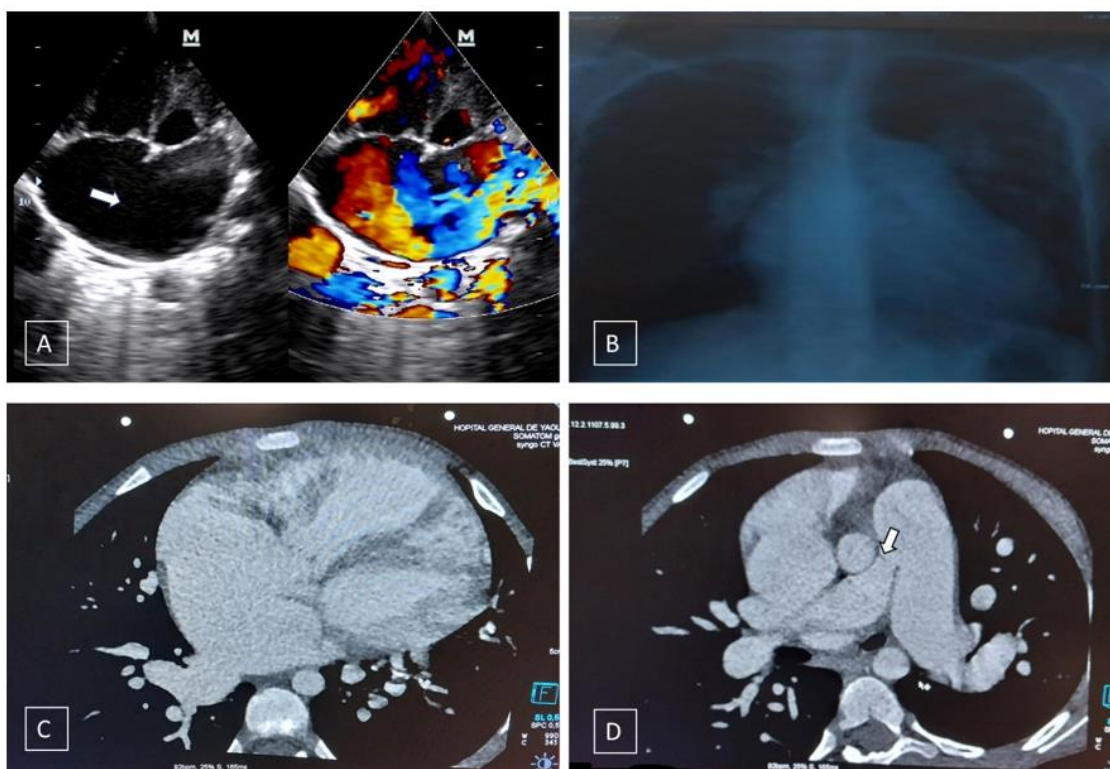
A : image échocardiographique montrant une communication interauriculaire réalisant pratiquement une oreillette unique. B : image radiographique montrant une cardiomégalie et une dilatation du tronc de l'artère pulmonaire. C : image de scanner cardiaque montrant une oreillette unique. D : image montrant la dilatation du tronc de l'artère pulmonaire et de la branche gauche. Rétrécissement du tier proximal de l'artère pulmonaire droite. La flèche montre une image hypodense
